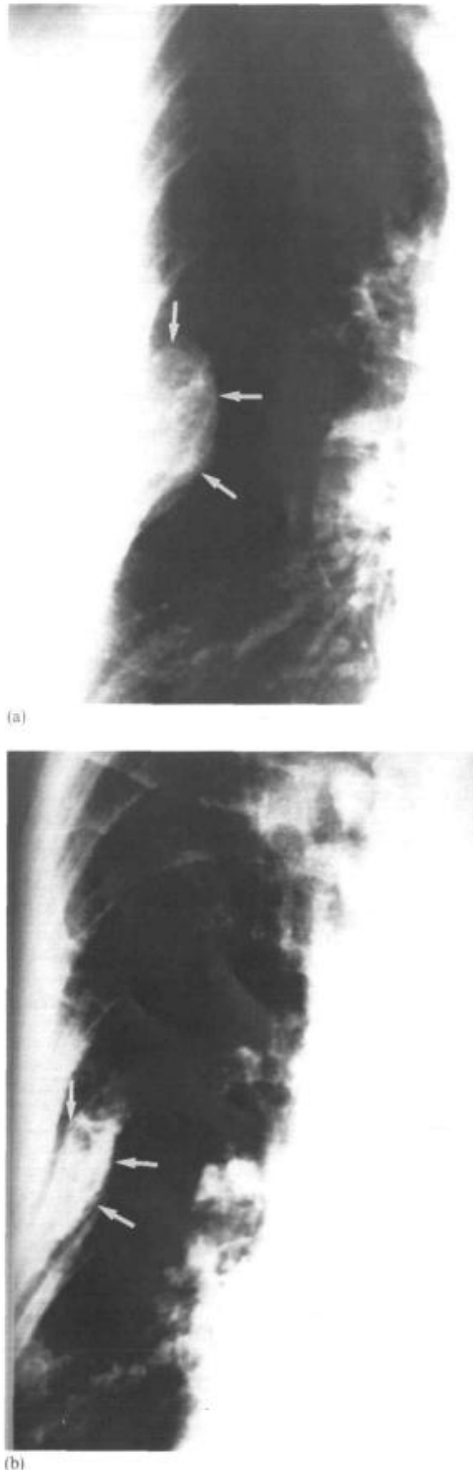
X-ray showing brown tumour in sixth right rib; b. marked regression after 3 years of treatment with intravenous calcitriol.
